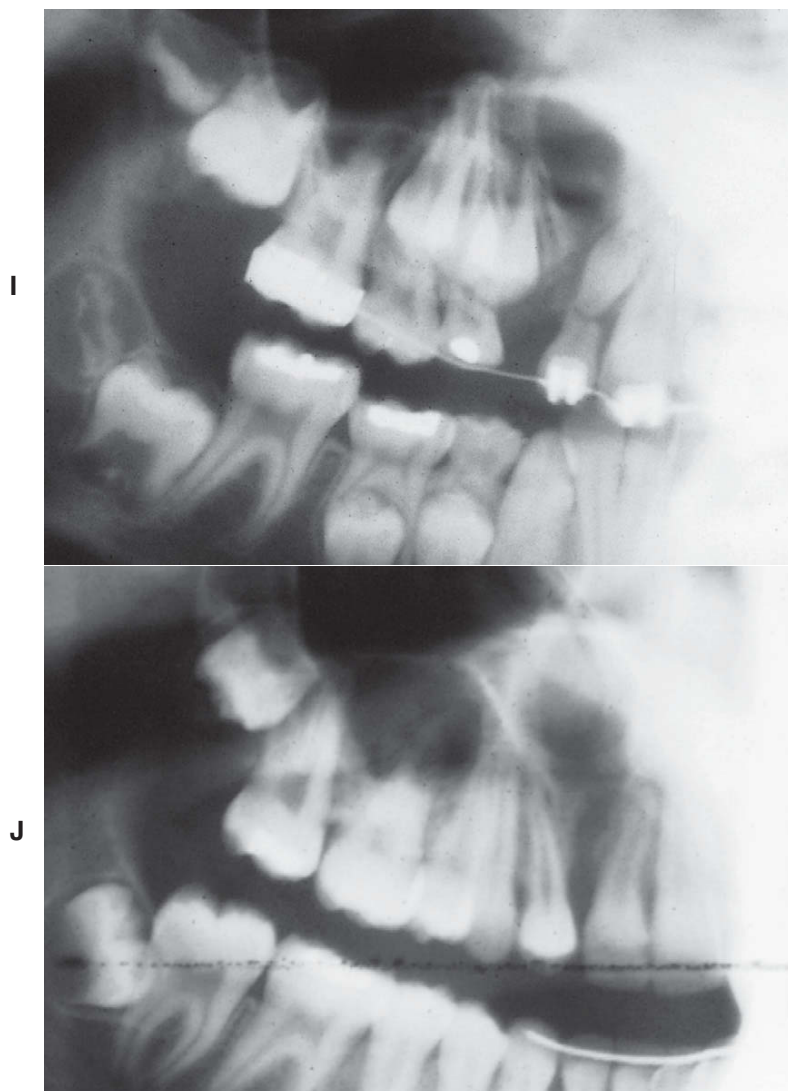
cont. I, Radiografia panorâmica, idade de 9 anos, exatamente antes do enxerto ósseo; J, Radiografia panorâmica, idade de 12 anos, ao final do tratamento ortodôntico, mostrando o preenchimento ósseo no local da fissura.
